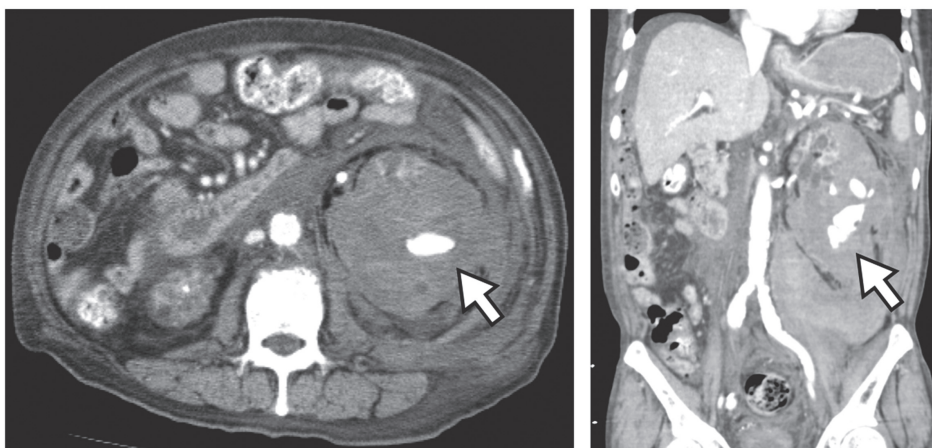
入院時の腹部造影CT検査（左：軸位断，右：冠状断）
